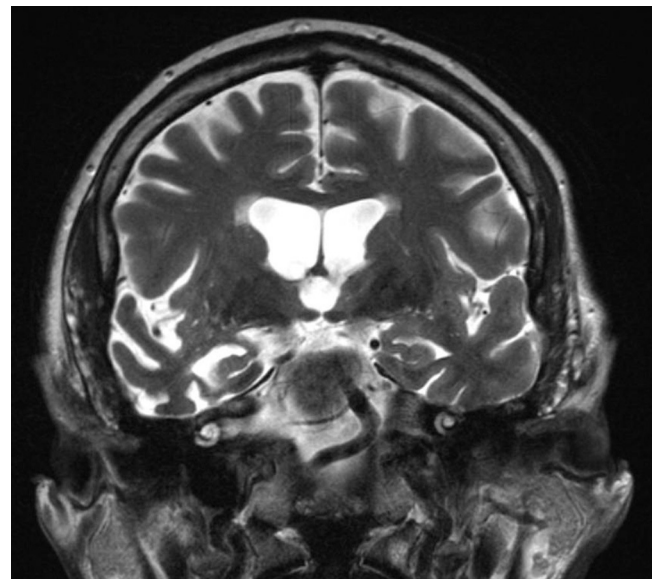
RMN cerebral en secuencia T2 y plano coronal que pone de manifiesto una atrofia temporal anterior derecha.
